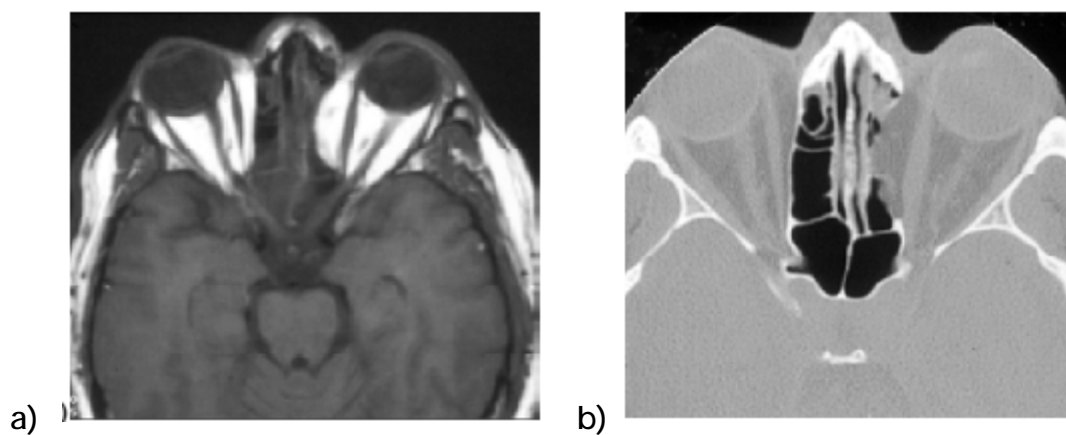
déhiscence de la lame papyracée à l'IRM (a) et au scanner (b) .
